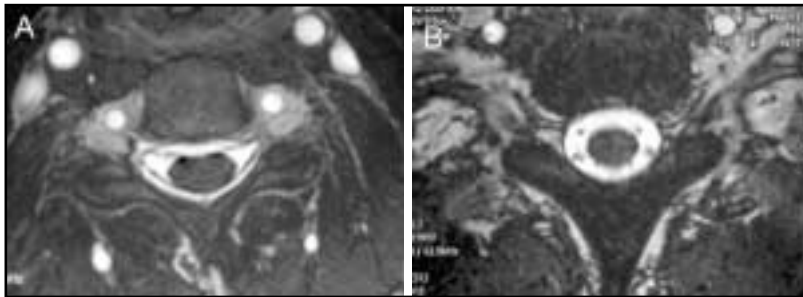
RM-mielografía. Estudio normal. A) El plano axial C4-C5 y B) el plano axial C6-C7 del mismo caso muestran, con nitidez, el trayecto de las raíces cervicales (ramo anterior y posterior) sin necesidad de contraste. El trayecto de las raíces inferiores es más oblicuo y su apariencia es más puntiforme y menos lineal en el plano axial.
